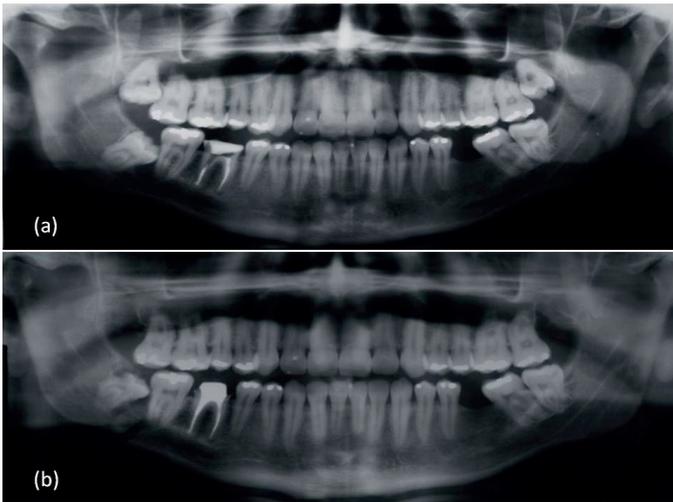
(a) Radiografia panorâmica pré-operatória mostrando o grau de impação do elemento dentário e uma imagem radiolúcida associada à região mesial de sua coroa (b) Radiografia Panorâmica evidenciando a presença de uma fratura com deslocamento.
